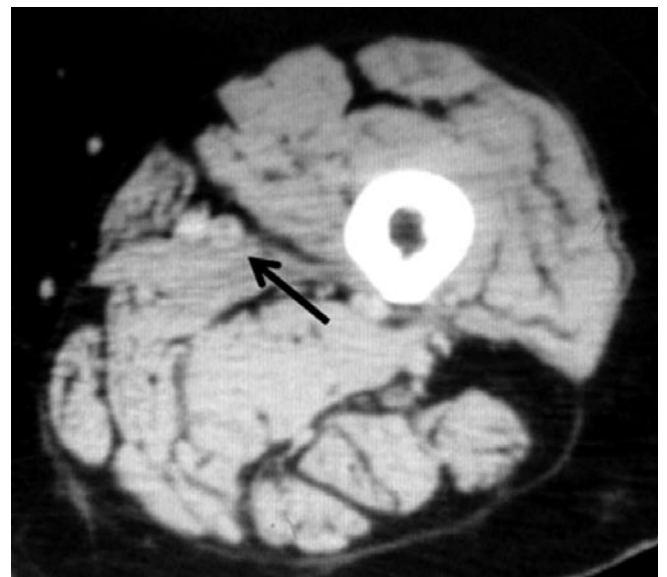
CT with contrast of left lower limb with signs of recanalized thrombosis.
